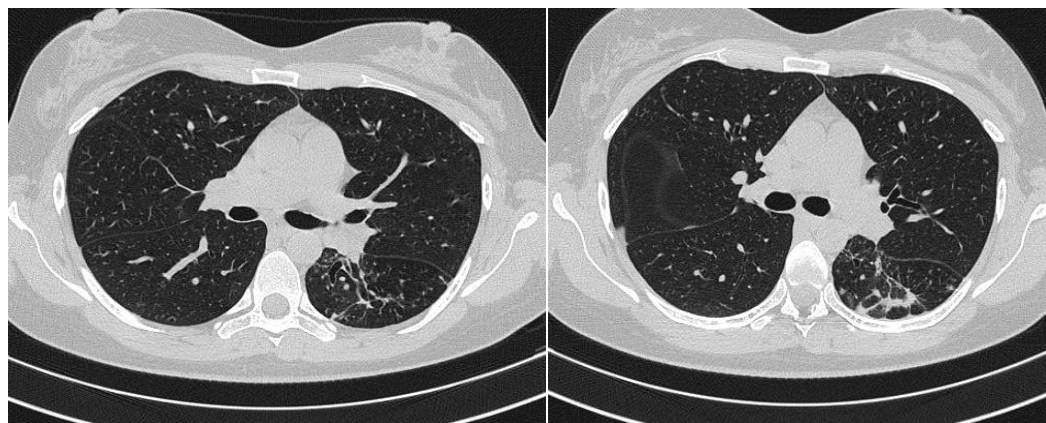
КТ ОГК больного Г. при поступлении
